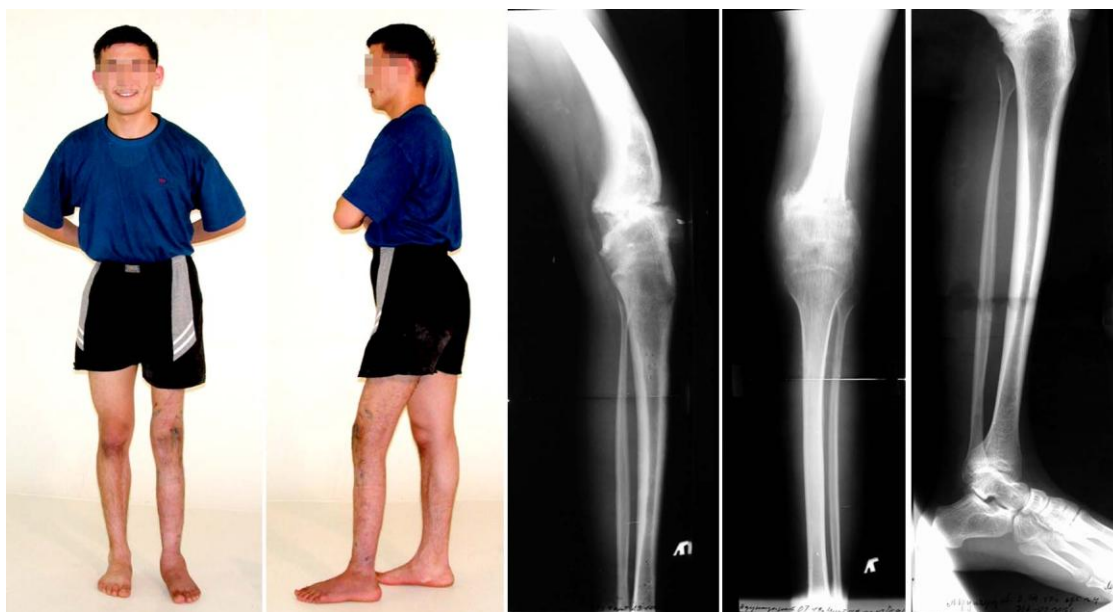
Пациент А., его рентгенограммы при выписке из клиники центра
